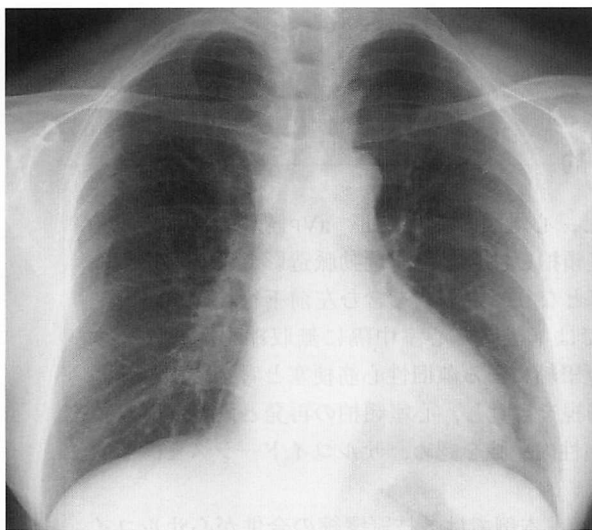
Chest radiograph showing no significant hilar lymph enlargement
